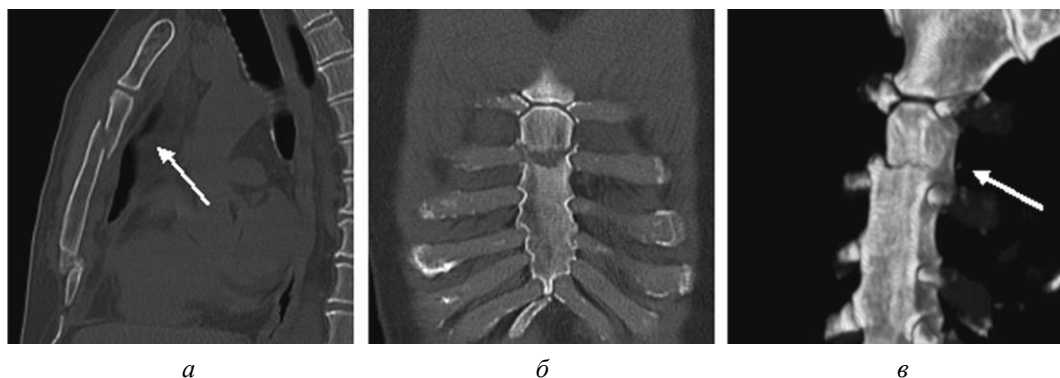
МСКТ органов грудной клетки. Перелом верхней трети тела грудины (а, б, в), мультипланарная 3D-реконструкция (в)
